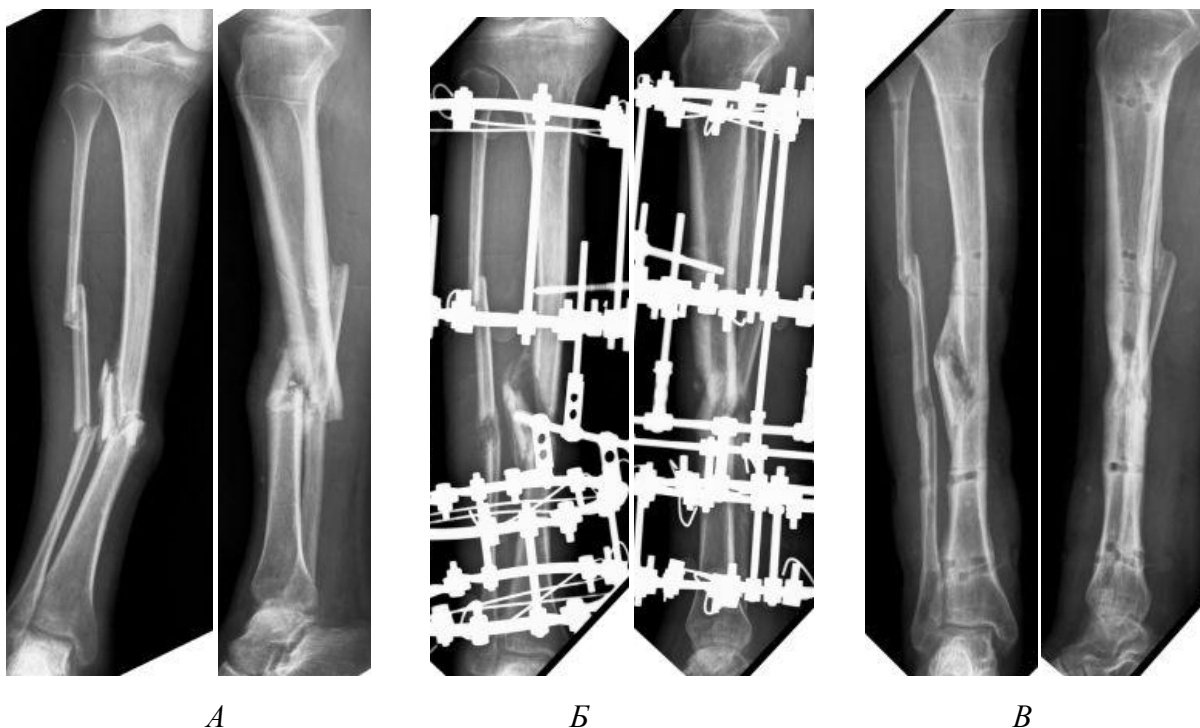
Пациент И., 36 лет. А - рентгенограмма костей голени: псевдоартроз диафиза большеберцовой кости, неправильно сросшийся перелом малоберцовой кости.
